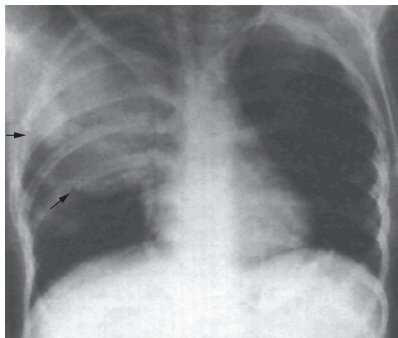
Рентгенограмма грудной клетки при правостороннем пневмотораксе. Граница коллабированного легкого указана *стрелкой*.
